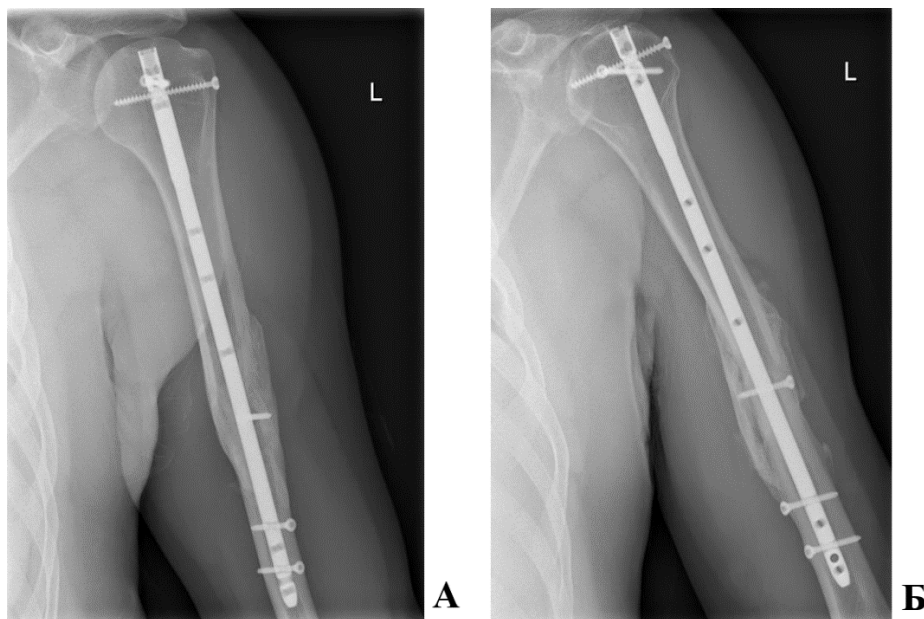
Рентгенограммы пациента К., 28 лет, и/б 14742-17.
